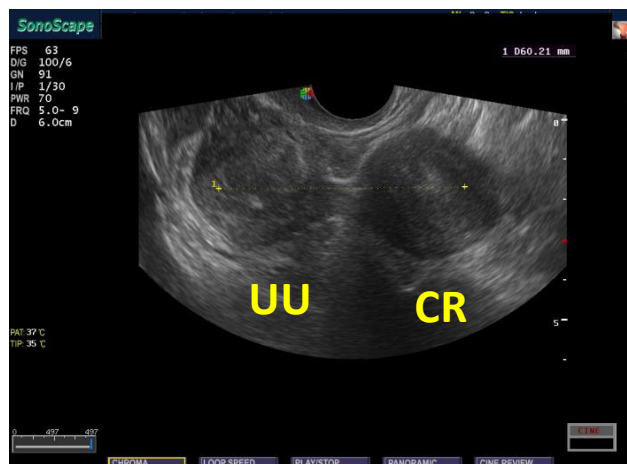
USG 2D transvaginală. Uter unicorn (UU) și corn rudimentar (CR) cavitărilor noncomunicante, clasa A1b/IIb, Khati NJ/AFS, figura publicată anterior [25]
